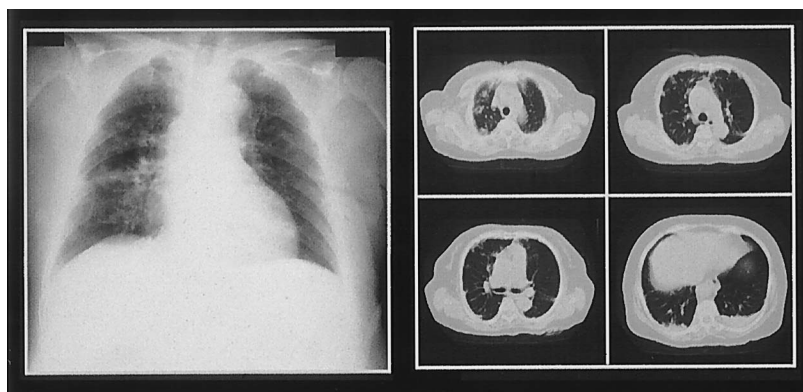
Chest radiography and CT of case no. 2, a 72-years-old woman, on admission.
